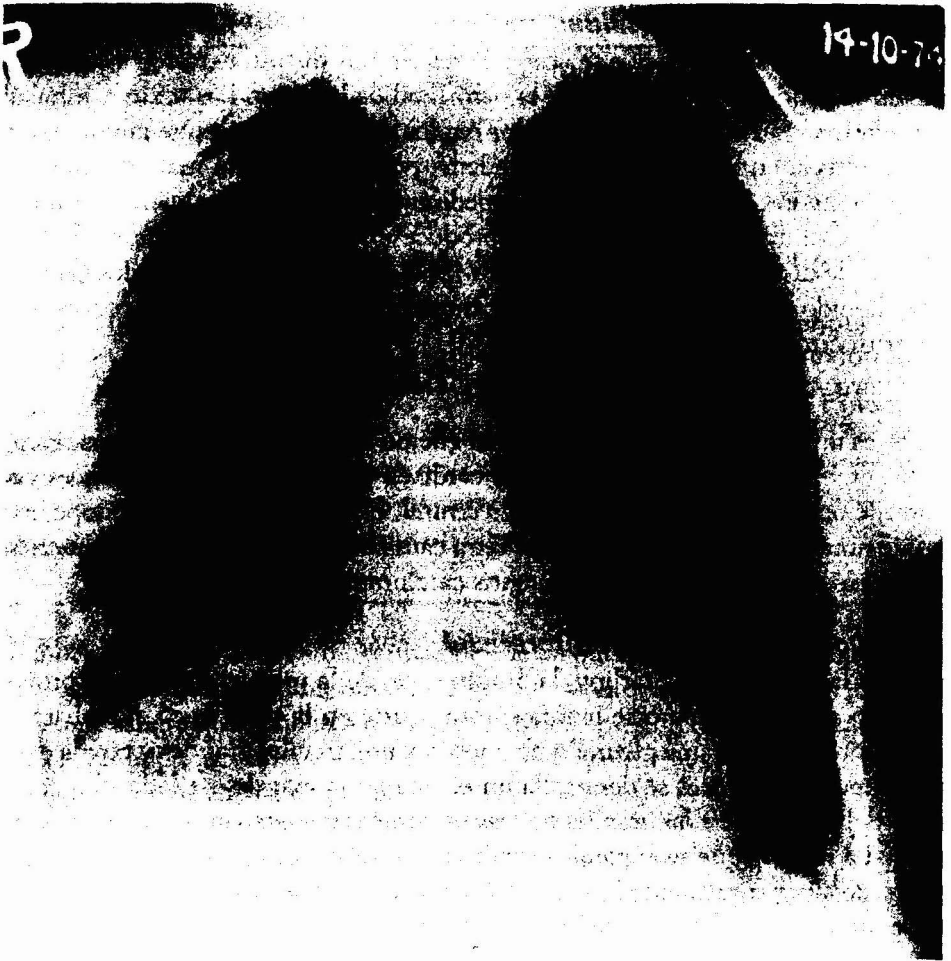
Radiografía de un paciente con edema pulmonar causado por gran altitud. Obsérvese el infiltrado en placas, especialmente del lado derecho.
